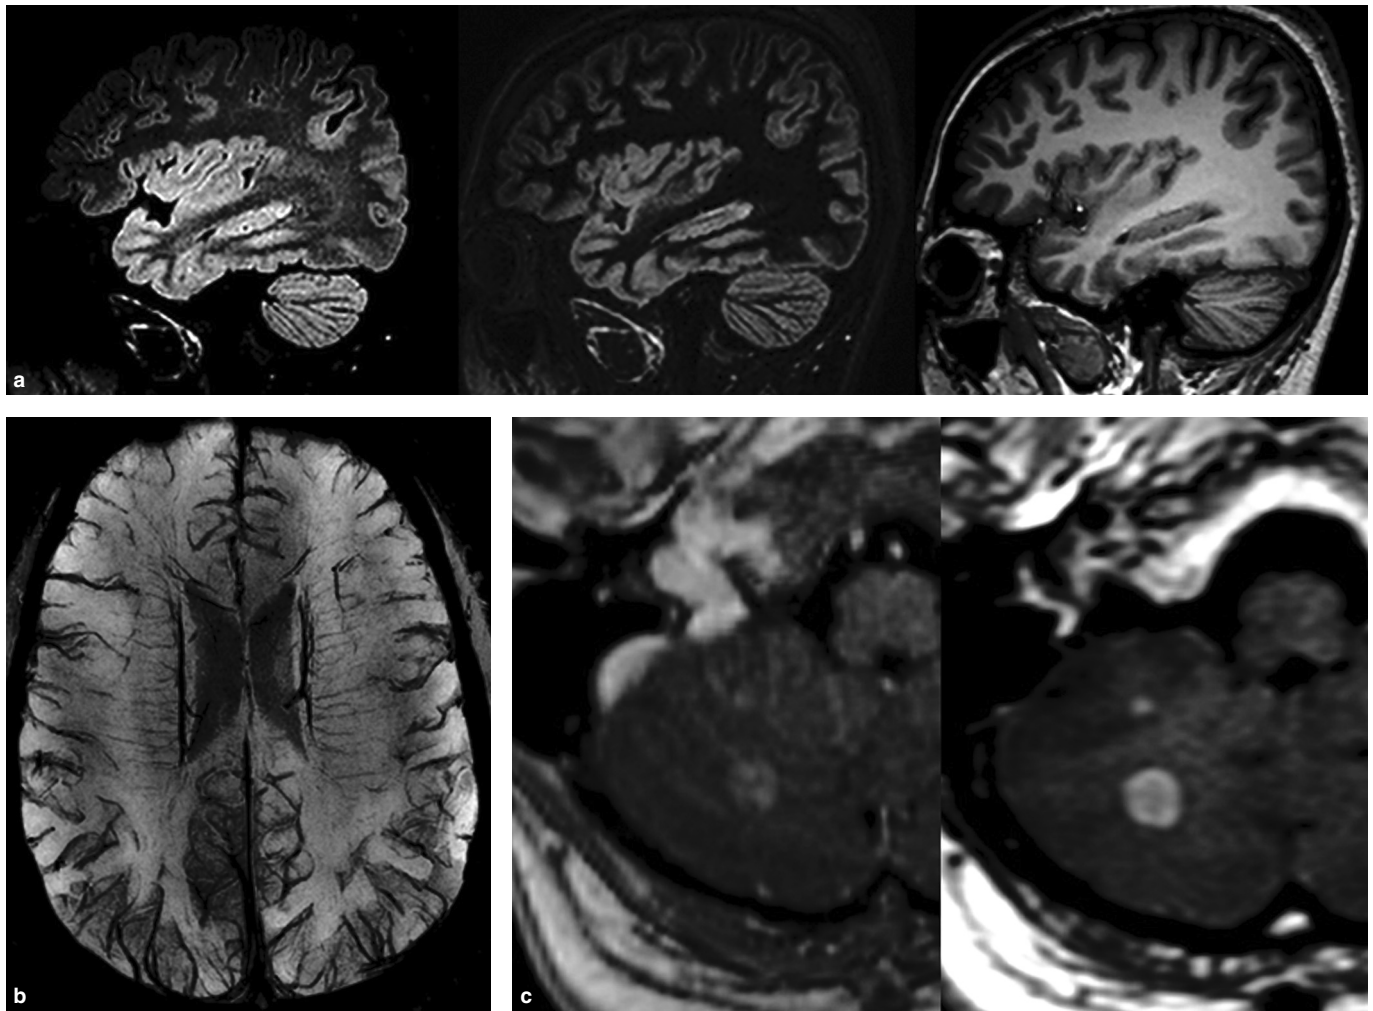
Exemples de séquences morphologiques utilisées en neuroradiologie. a) Coupes sagittales en IRM 3T extraites d'acquisitions tridimensionnelles susceptibles de bien mettre en évidence la différenciation gris/blanc ; de gauche à droite, FLAIR, double inversion-récupération et T1 en écho de gradient. b) Séquence de susceptibilité magnétique. c) Séquences 3D T1 après injection de contraste chez un même patient, démontrant la meilleure sensibilité des séquences en écho de spin (à droite) qu'en écho de gradient (à gauche) pour la détection des métastases.
